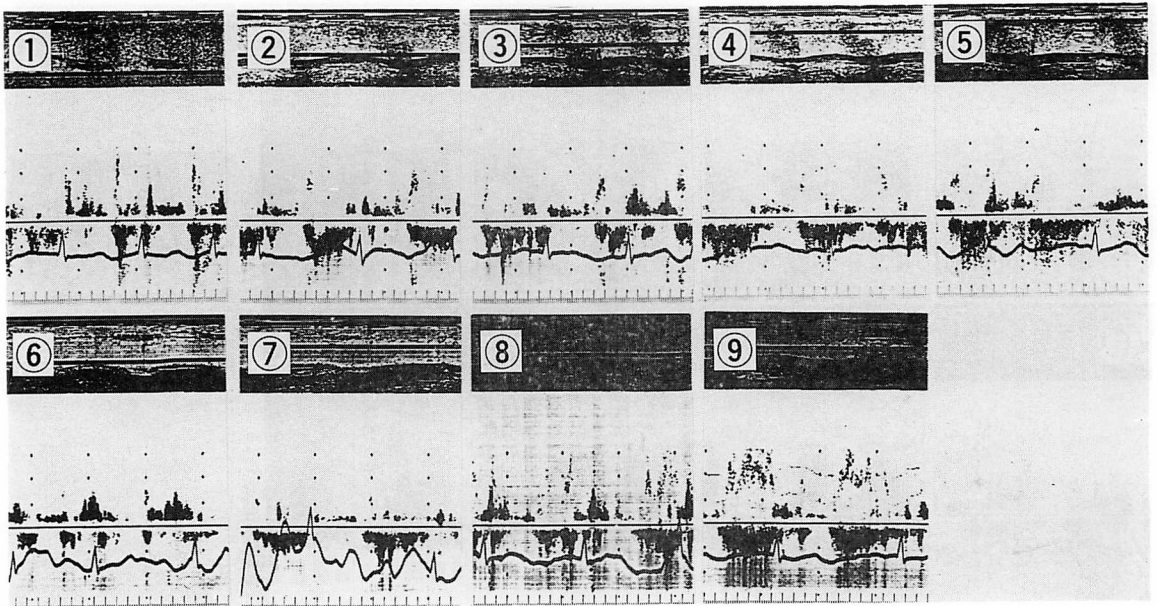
Intraoperative pulsed Doppler flow signals recorded in the 9 sample volumes (SV) in a patient (No. 33) after cessation of extracorporeal circulation.
